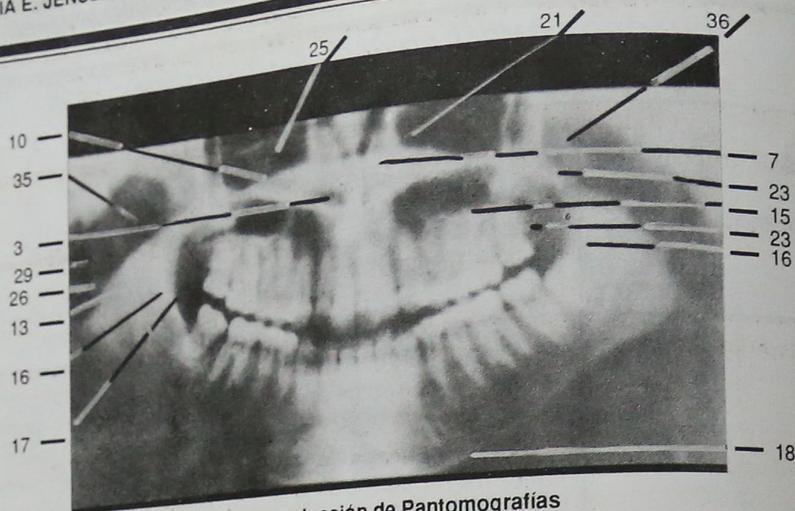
y 7 Reproducción de Pantomografías
